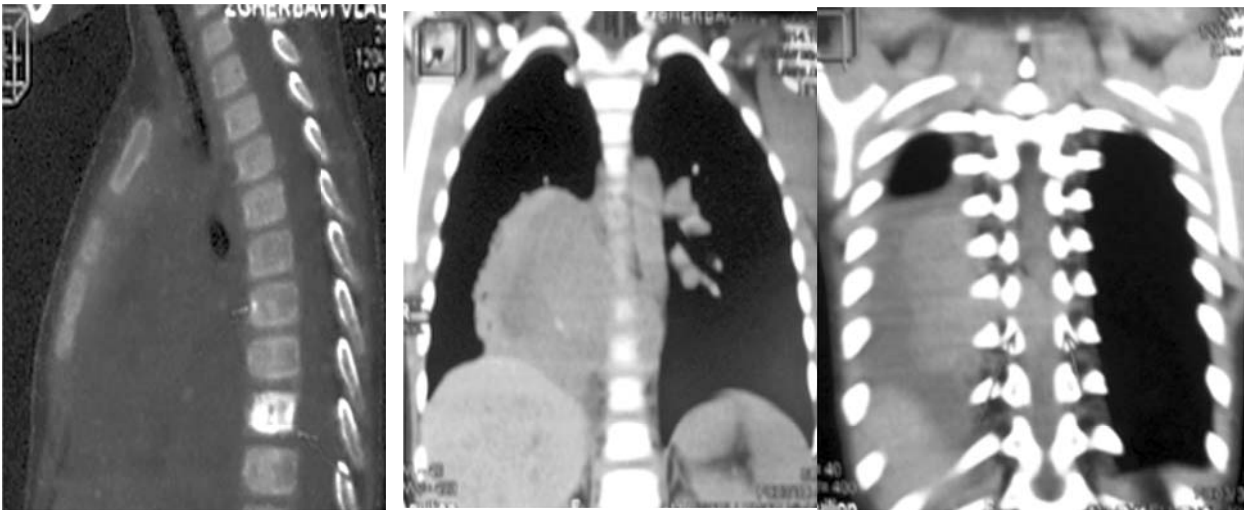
Tomografia computerizată a cutiei toracice a Pacientului Z.
